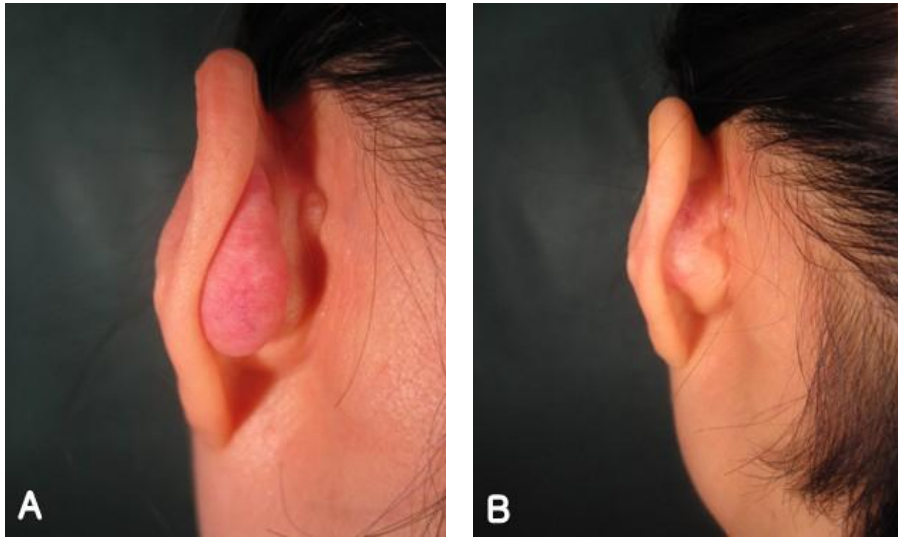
귀 뒤 부분(postauricular region)에 켈로이드가 있는 환자. (A) 수술 전 사진. (B) 수술 및 방사선치료 시행 뒤 3년 후 사진, 우수(excellent)한 결과를 보임.
